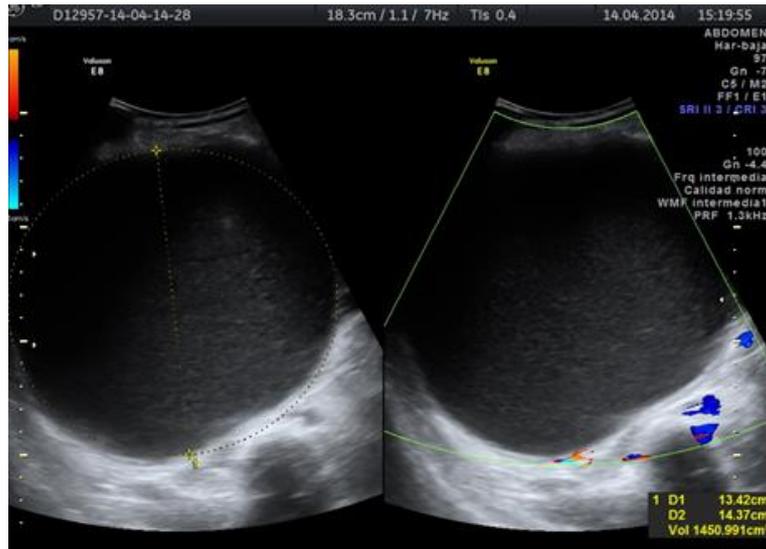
Ecografía Lesión quística (colédoco)
